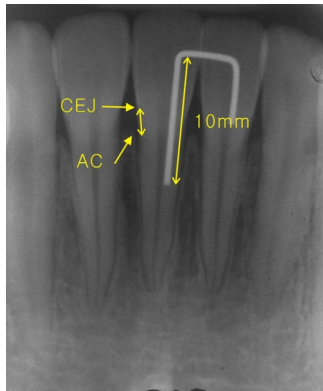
Periapical measurements
